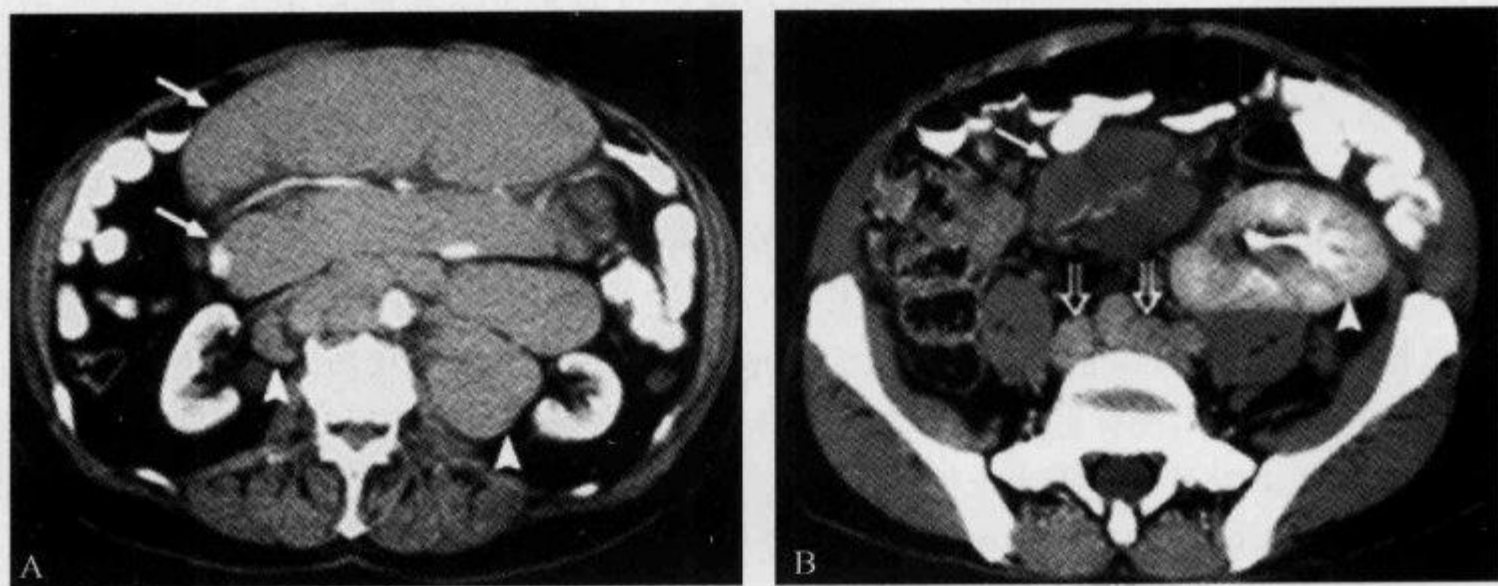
口服及静脉注入对比剂 CT 扫描示“三明治征”
